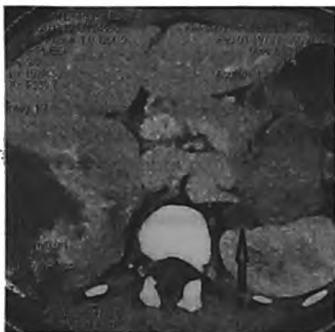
МСКТ с болюсным усилением. Стрелкой указана локализация опухоли
